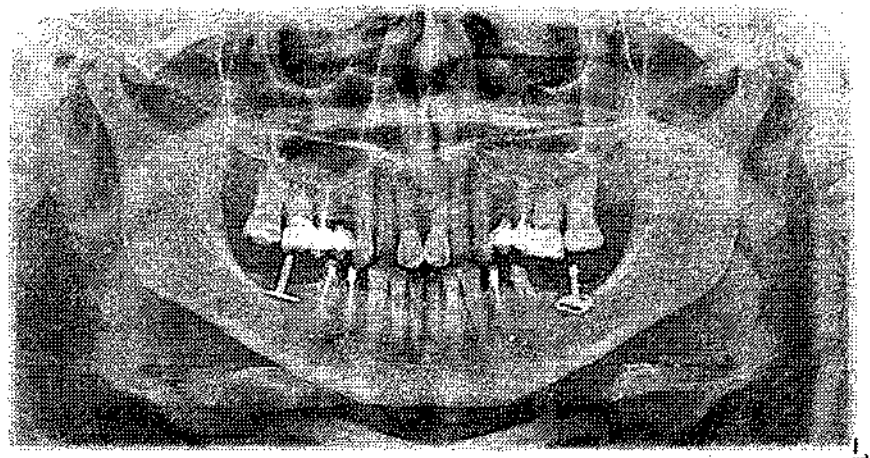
Ортопантомограма пацієнтки К. з встановленими базальними імплантатами в дистальних відділах нижньої щелепи на етапі підготовки до фіксації металокерамічних мостоподібних протезів.
